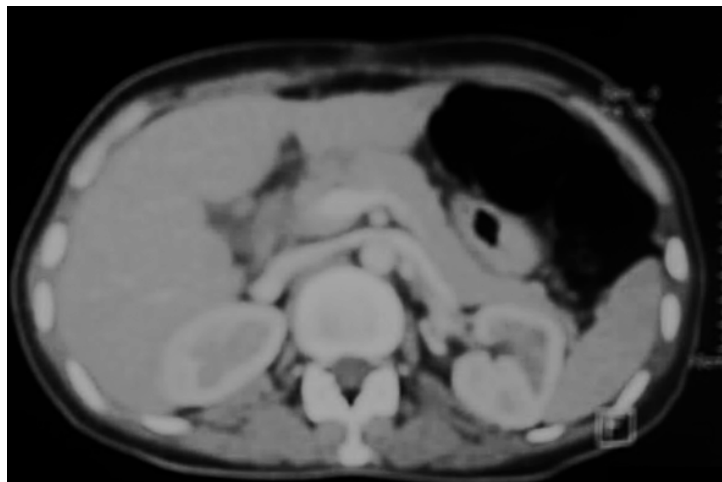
Coupe axiale de la TDM abdominale de contrôle, réalisée après 3 mois de début de traitement : Absence de lésion pancréatique.
